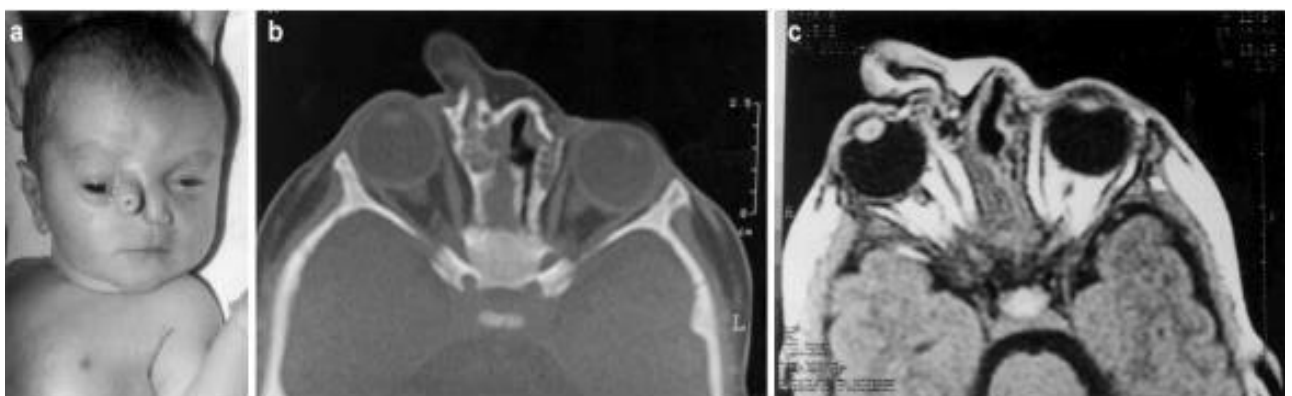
Comparación de una imagen de TAC (imagen b) donde podemos observar el componente óseo en la base de la probóscide. Y de una imagen de RMN donde podemos ver la relación de la probóscide con las órbitas (imagen c).
